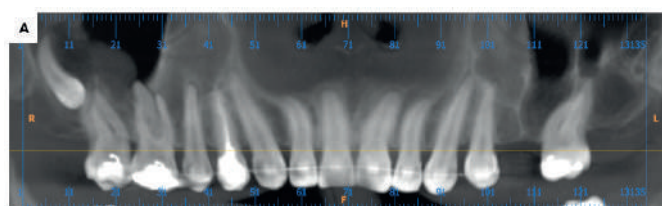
(A) – Tomografia computadorizada, reconstrução panorâmica parcial
